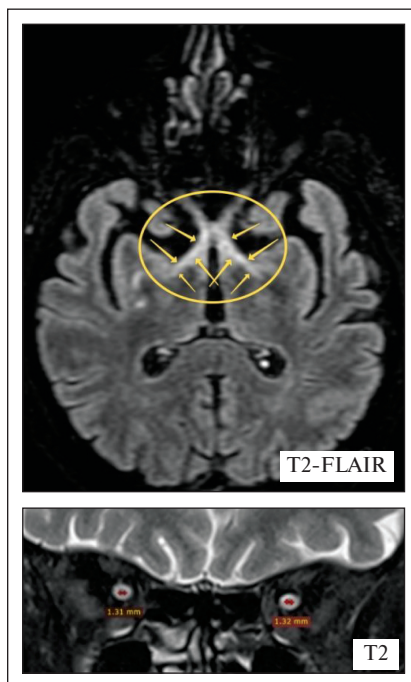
МРТ головного мозга и ЗН пациента Ж. в режимах T2 и T2-FLAIR. Наблюдаются изменения повышенного МР-сигнала в режиме T2-FLAIR в аксиальной плоскости от зрительного перекреста (хиазмы) и зрительных трактов (желтые стрелки и овал). В режиме T2 в корональной плоскости отмечается уменьшение толщины (атрофия) обоих ЗН'
